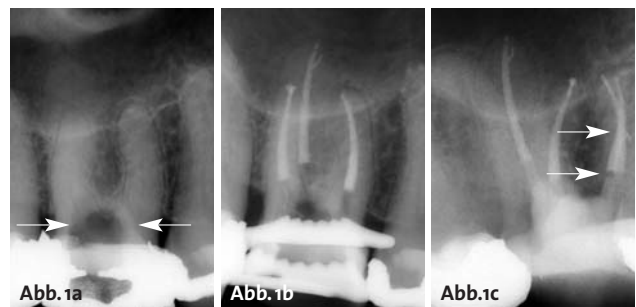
Alio loco trepanierter Zahn 16 mit obliterierten Kanalsystemen. Die Kanalstruktur ist röntgenologisch nur schwer erkennbar. – Abb. 1b: Zahn 16 nach Aufbereitung und Wurzelfüllung. – Abb. 1c: In der exzentrischen Darstellung zeigt sich, dass sich die beiden mesialen Kanalsysteme vereinigen und apikal erneut aufteilen.
